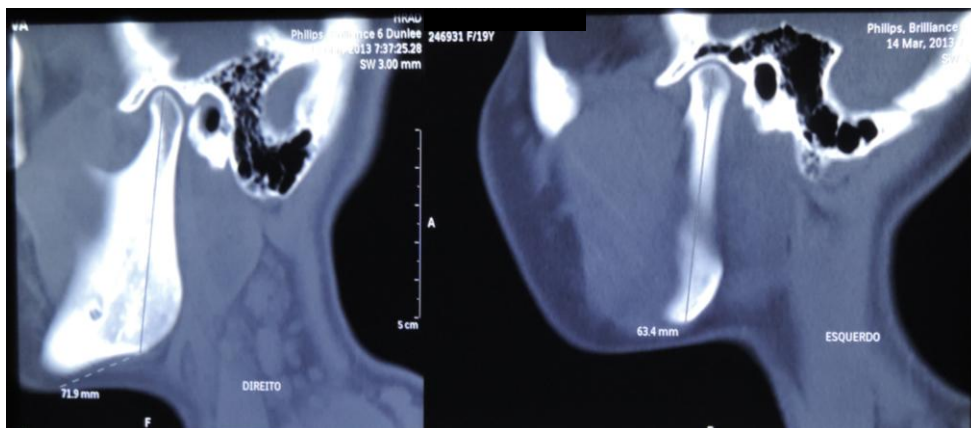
Tomografia Computadorizada (assimetria lado direito e esquerdo – medidas)
